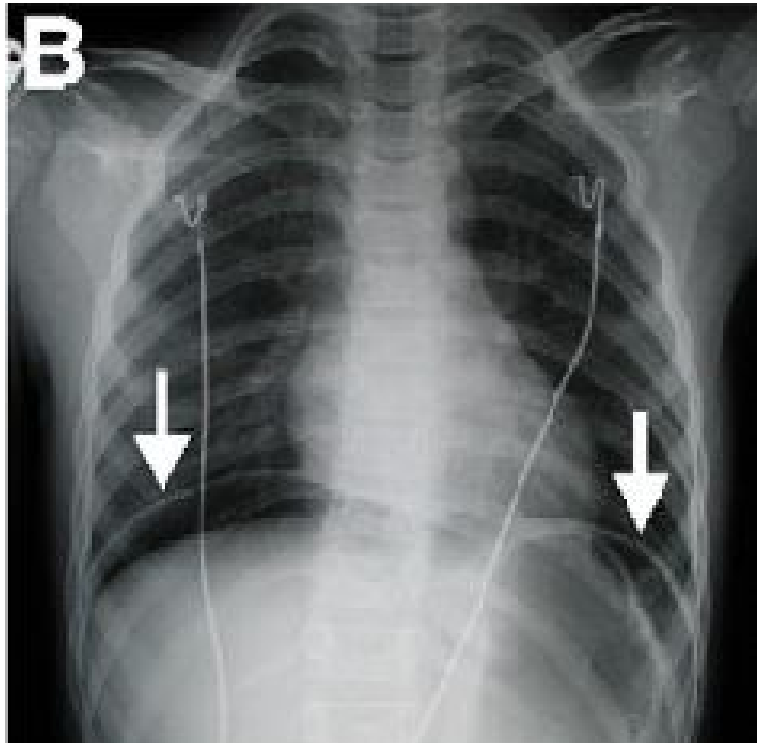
Radiographie thoracique montrant un pneumopéritoine
